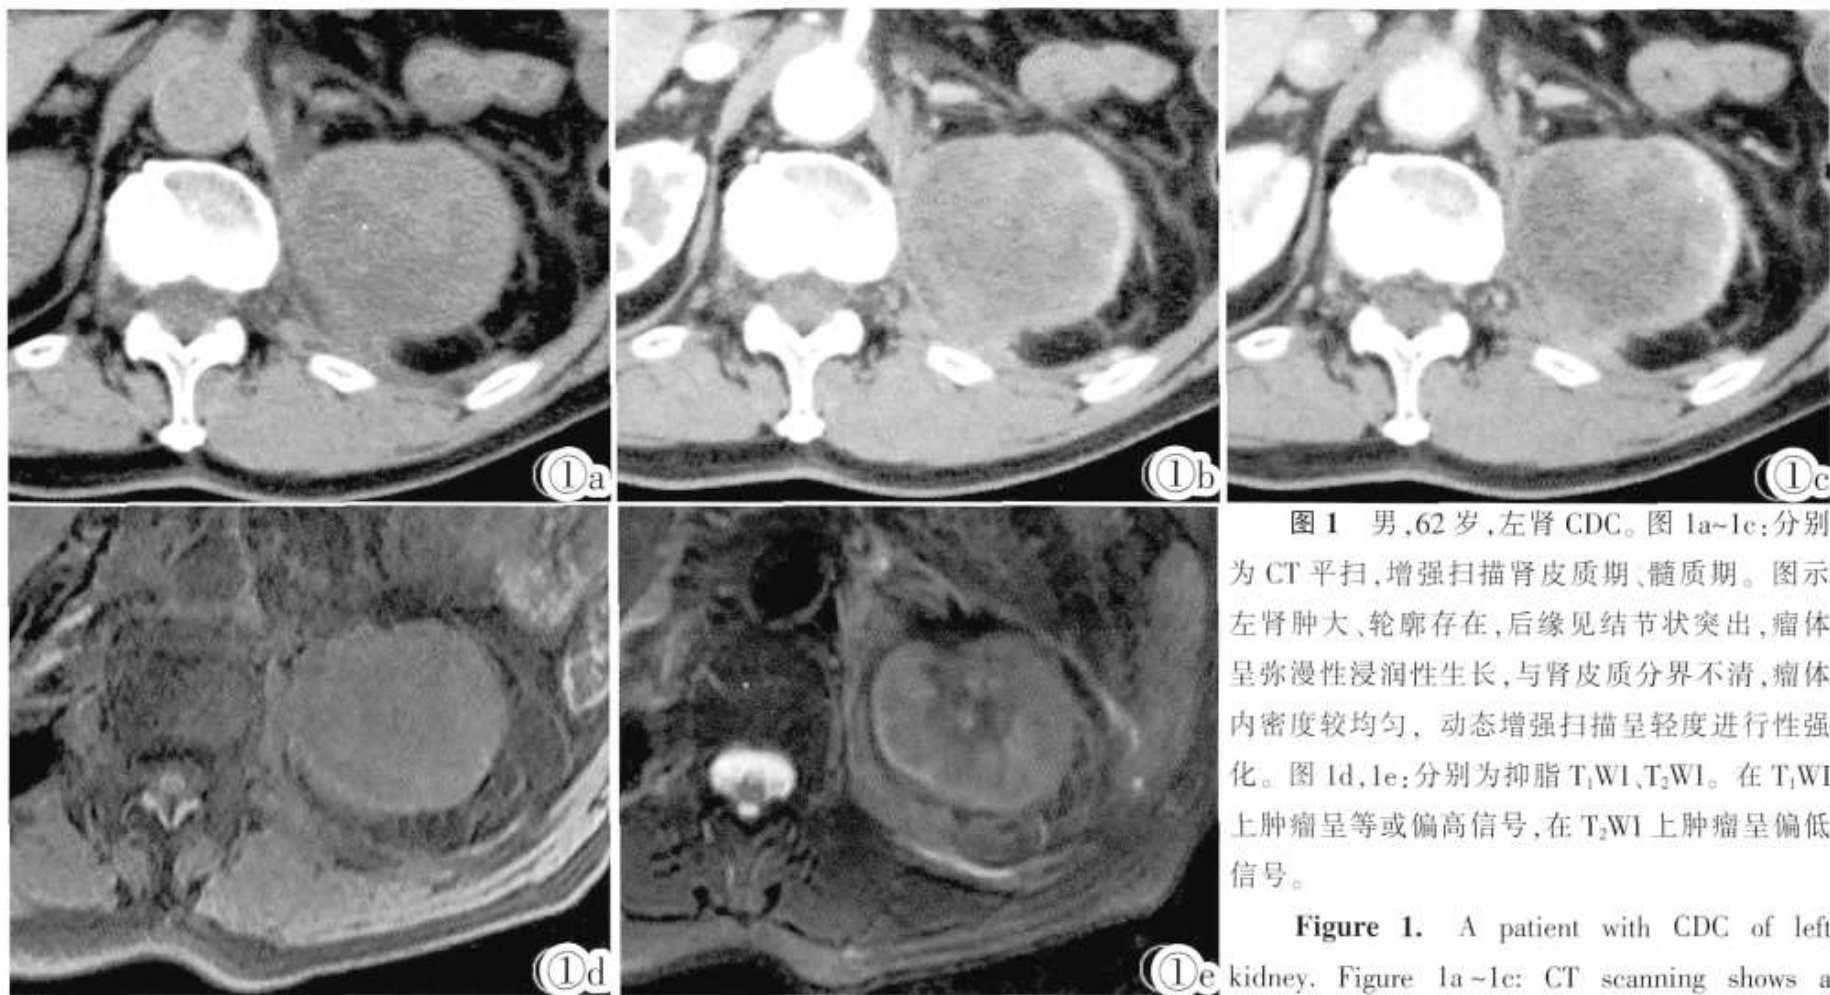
男,62岁,左肾CDC。图1a~1c:分别为CT平扫,增强扫描肾皮质期、髓质期。图示左肾肿大、轮廓存在,后缘见结节状突出,瘤体呈弥漫性浸润性生长,与肾皮质分界不清,瘤体内密度较均匀,动态增强扫描呈轻度进行性强化。图1d,1e:分别为抑脂T₁WI、T₂WI。在T₁WI上肿瘤呈等或偏高信号,在T₂WI上肿瘤呈偏低信号。
